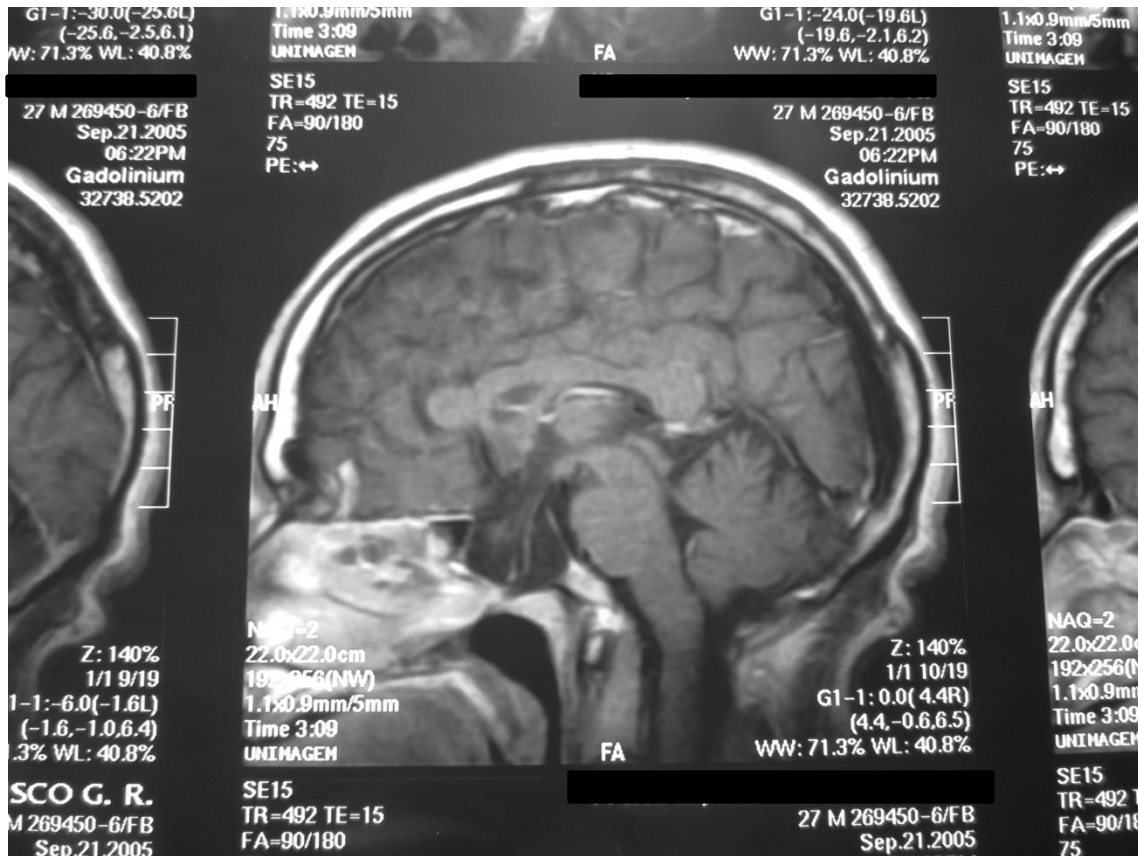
Ressonância magnética de sela turca em T1, em perfil, com contraste, após 57 meses do início do tratamento com a cabergolina, a qual mostra redução do adenoma hipofisário, com aumento da cisterna supraselar.
